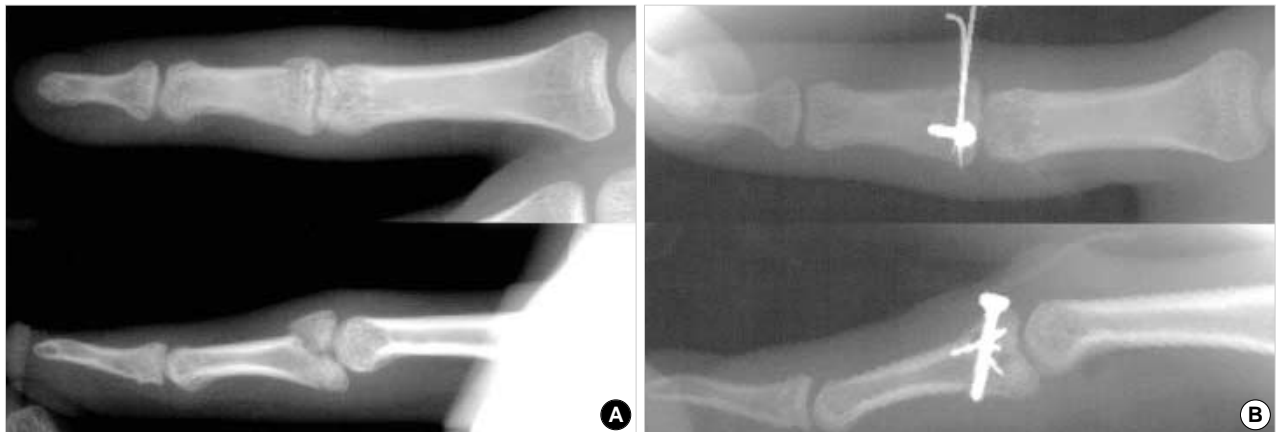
(A) Preoperative radiographs showing mild pilon type fracture. The dorsal fragment is larger than half of the articular surface with comminution, and the volar fragment is undisplaced. posteroanterior (above) and lateral (below) views. (B) Postoperative radiographs, posteroanterior (above) and lateral (below) views. The dorsal fragment was reduced and fixed with a miniscrew and two 23G spinal needles.
